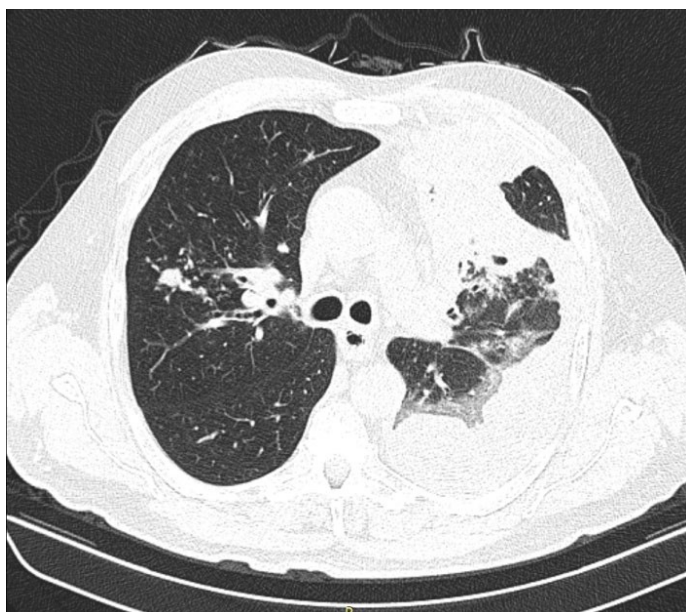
Tomografie computerizată toracică. Pleurezie închistată postero-antero-toracic.
